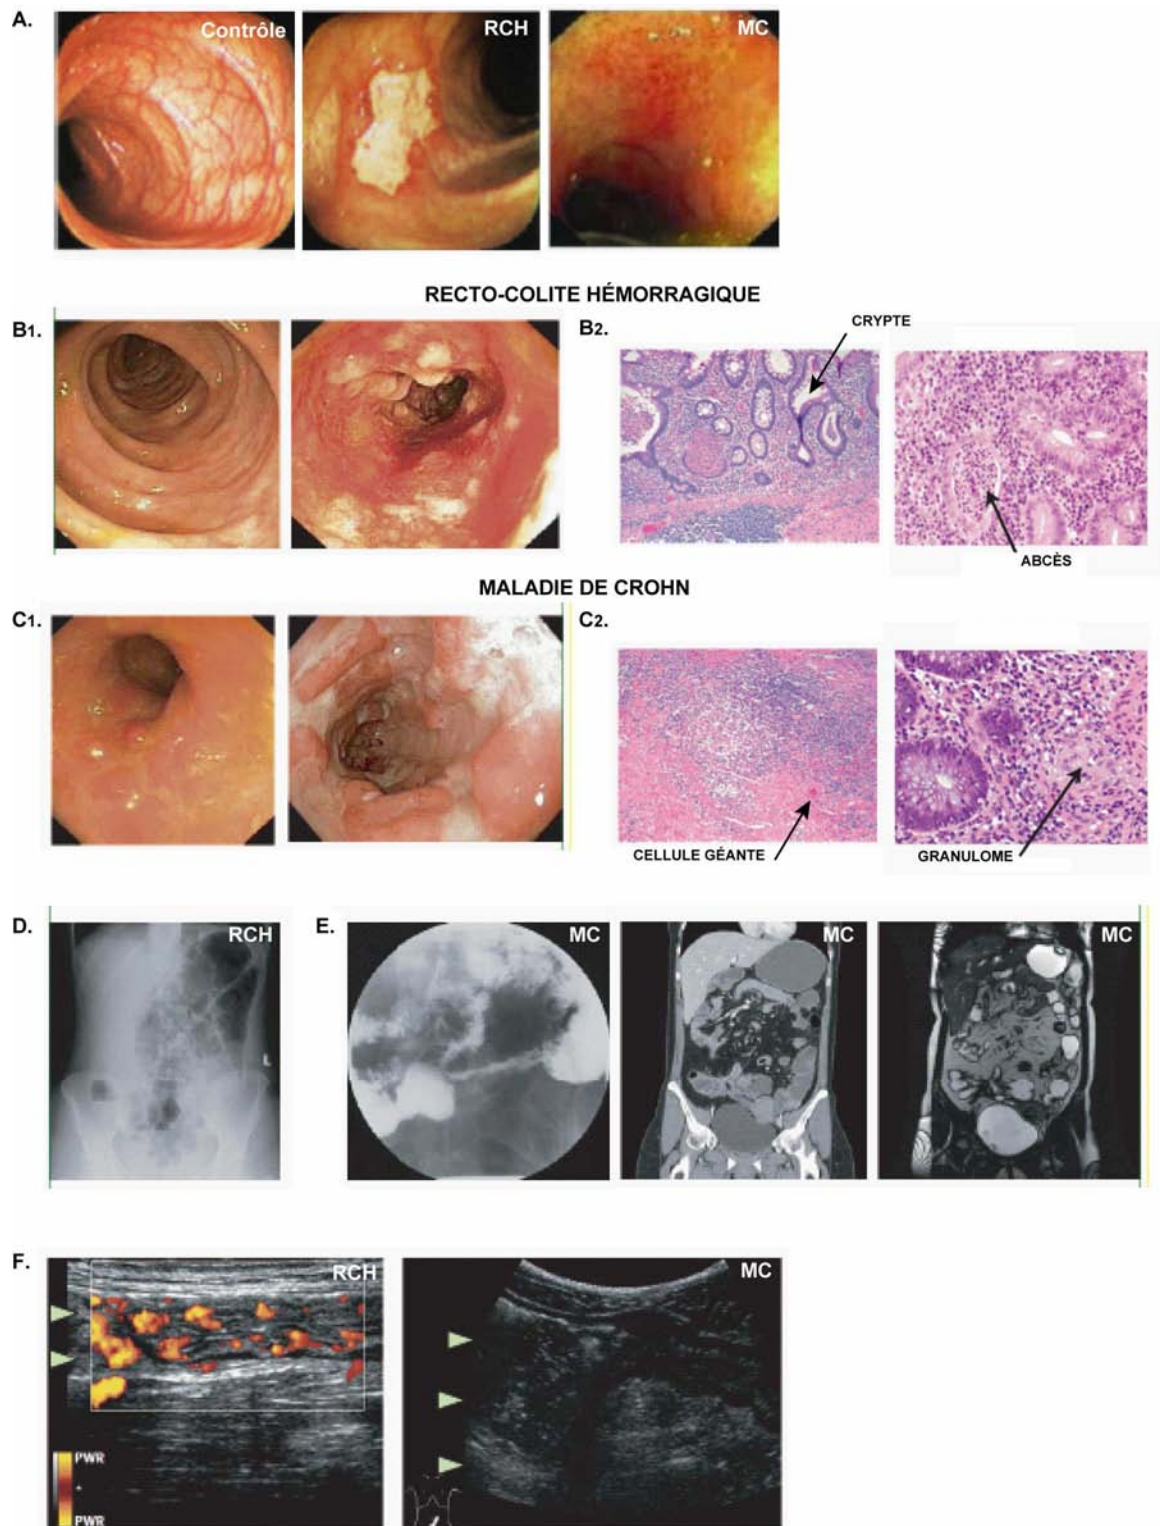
Caractéristiques anatomo-pathologiques des MICI. Adapté de Baumgart & Sandborn, 2007 ; Xavier & Podolsky, 2007. L'endoscopie révèle des atteintes de la muqueuse colique chez les patients par rapport à des individus sains (A), caractérisées par une pan-colite avec des ulcérations et des polypes dans la RCH (B1) et par un amincissement de la muqueuse et des hyperplasies dans la MC (C1). La coloration des biopsies par hématoxyline-éosine montre une désorganisation de la muqueuse et d'abcès dans la RCH (B2) et granulomes dans la MC (C2). La radiographie permet d'identifier une distension abdominale caractéristique d'un méga-côlon toxique (D) ou une sténose dans la MC (E, gauche). L'imagerie par résonance magnétique anatomique (IRMa) permet l'identification de fistules iléo-sigmoïdes dans la MC (E, centre et droite). Les ultrasons permettent de visualiser l'amincissement de la muqueuse colique après une phase d'inflammation aiguë (F, gauche) ou la dilatation pré-sténosante du côlon (F, droite).
